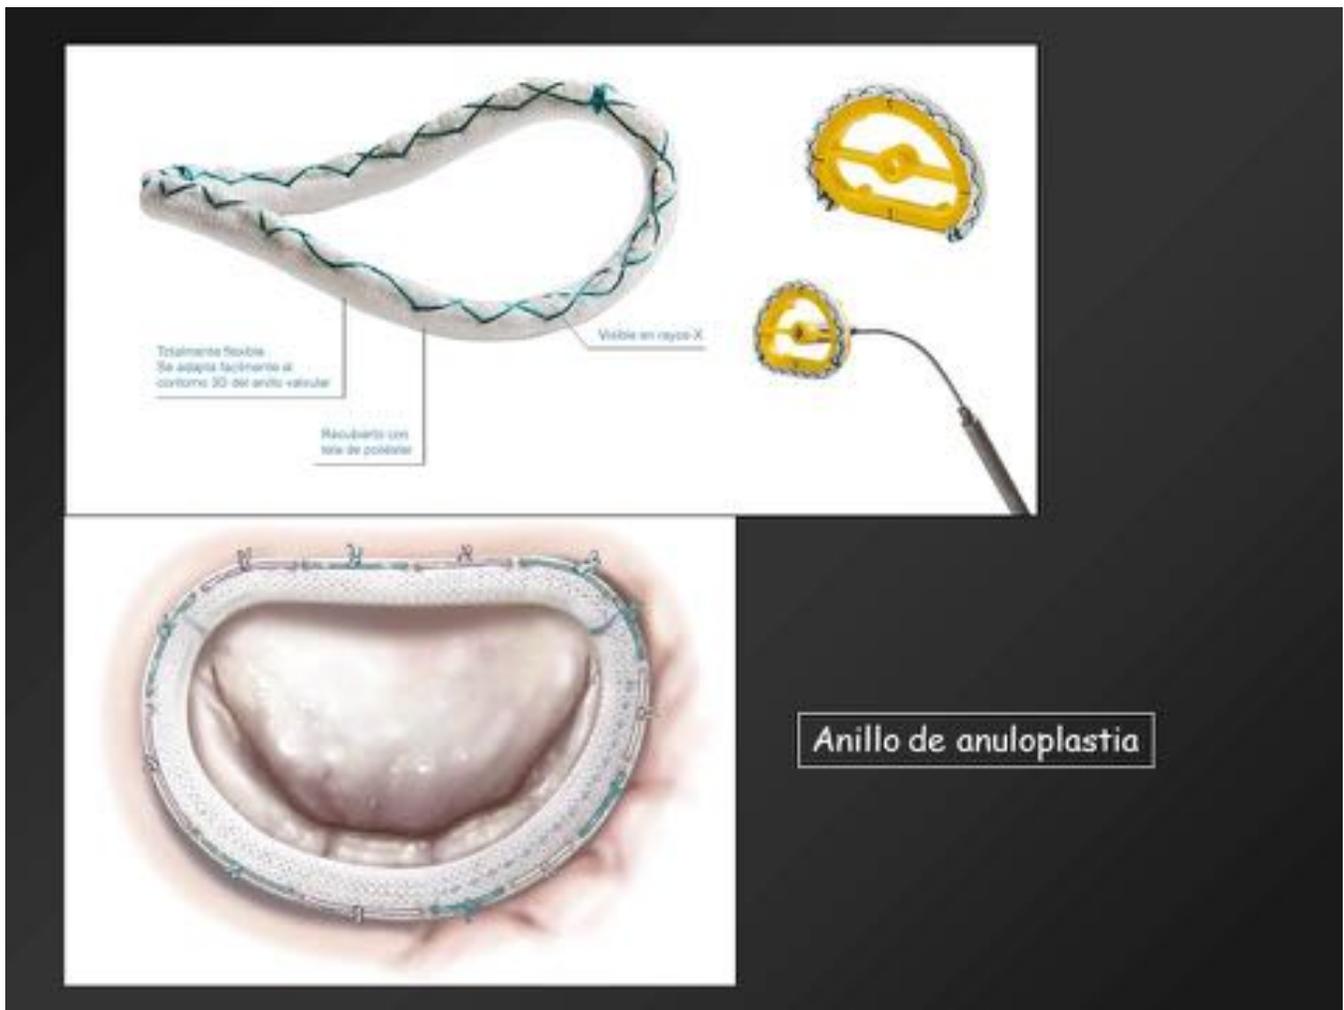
Anillos de anuloplastia (dispositivos RM compatibles)
